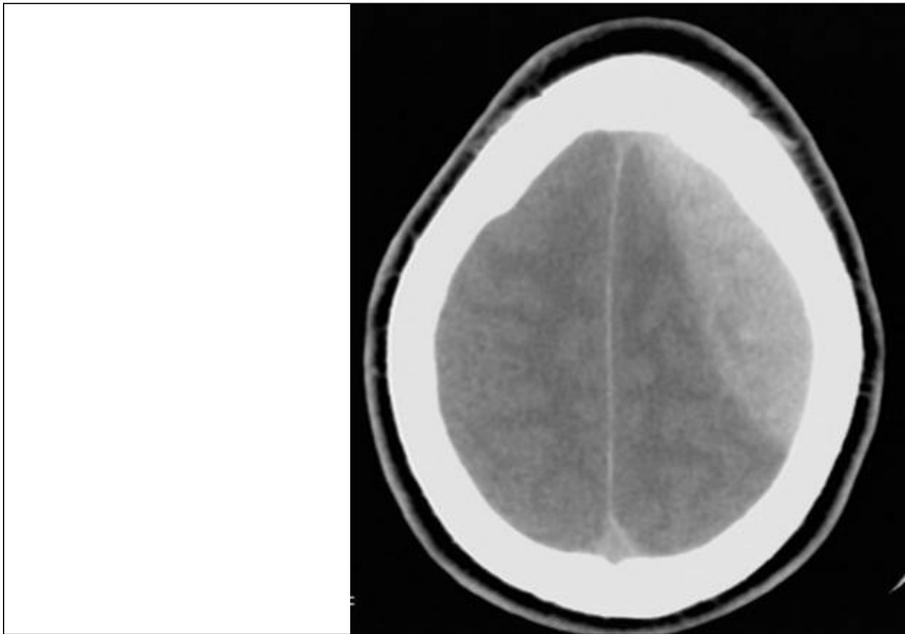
TDM cérébrale en coupe axiale montrant un hématome extra dural fronto-pariétal gauche chez un patient traumatisé crânien suite à un accident de la circulation.
